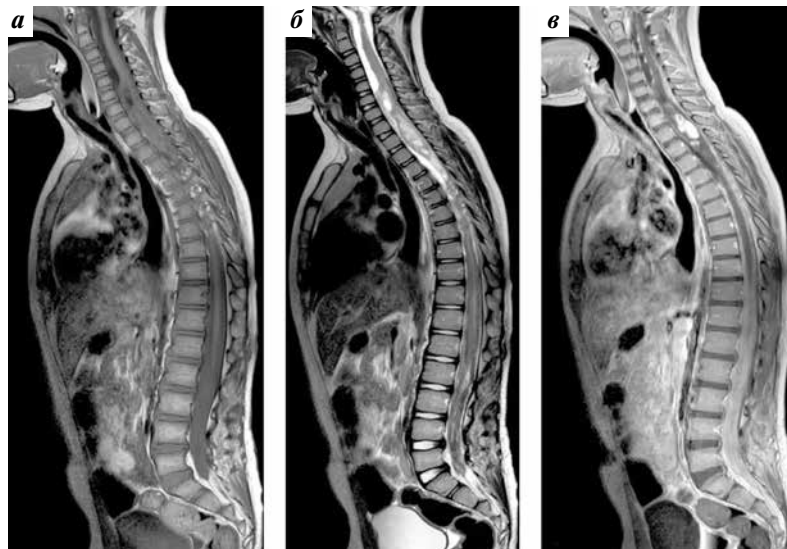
На серии магнитно-резонансных томограмм позвоночника и спинного мозга на всем протяжении визуализируются выраженные диффузные изменения неоднородного кистозного характера с положительным объемным эффектом, на фоне которых на уровне от межпозвоночного диска C5—C6 до позвонка Th7 сохраняется зона выраженного внутримозгового накопления парамагнетика протяженностью около 11 см. Также определяется выраженное диффузное накопление контрастного вещества по оболочкам спинного мозга и оболочкам корешков конского хвоста на всем протяжении, с практически полным заполнением просвета позвоночного канала на уровне L2—S3: а — T1-ВИ в сагиттальной плоскости; б — T2-ВИ в сагиттальной плоскости; в — T1-ВИ в сагиттальной плоскости с применением контрастного вещества
